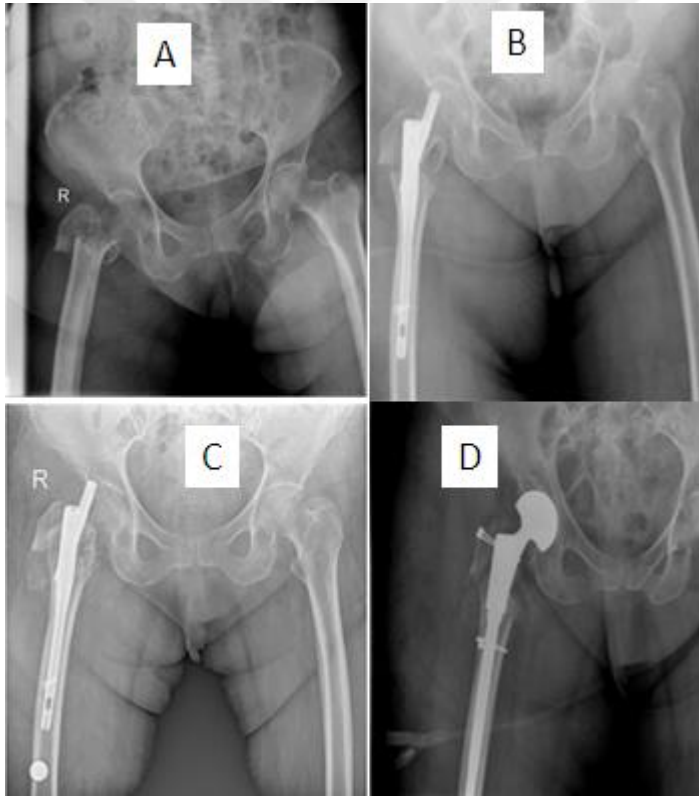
Olgu-2 grafileri A: Hastanın pre-op grafisi B: Hastanın PFN ameliyatı sonrası post-op grafisi C: Hastanın PFN ameliyatı sonrası 9. ay grafisi, hastada PFN - cut out gözlenmekte olup, baş varusta ve kaynama yetersizdir. D: Hastanın revizyon sonrası 2. hafta grafisi görülmektedir. (Okmeydanı E. A. H. )
